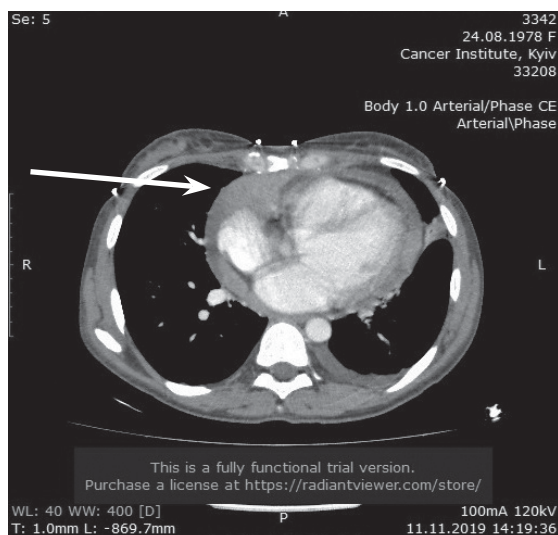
КТ-исследование пациентки Д. (опухоль обозначена стрелкой)
